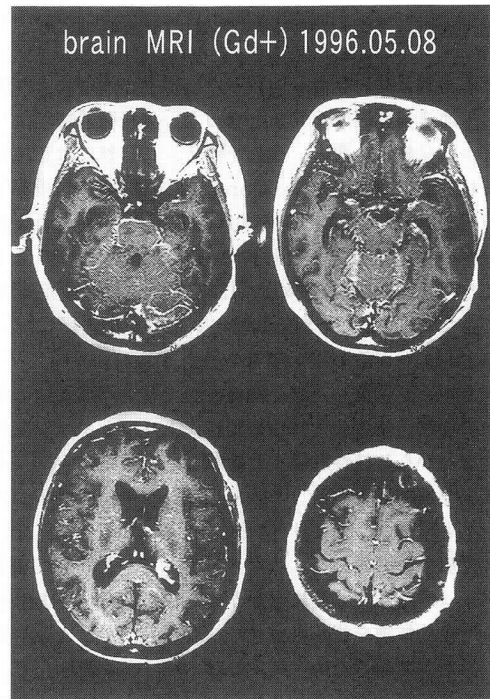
1996年5月8日のガドリニウムによる造影頭部MRI
